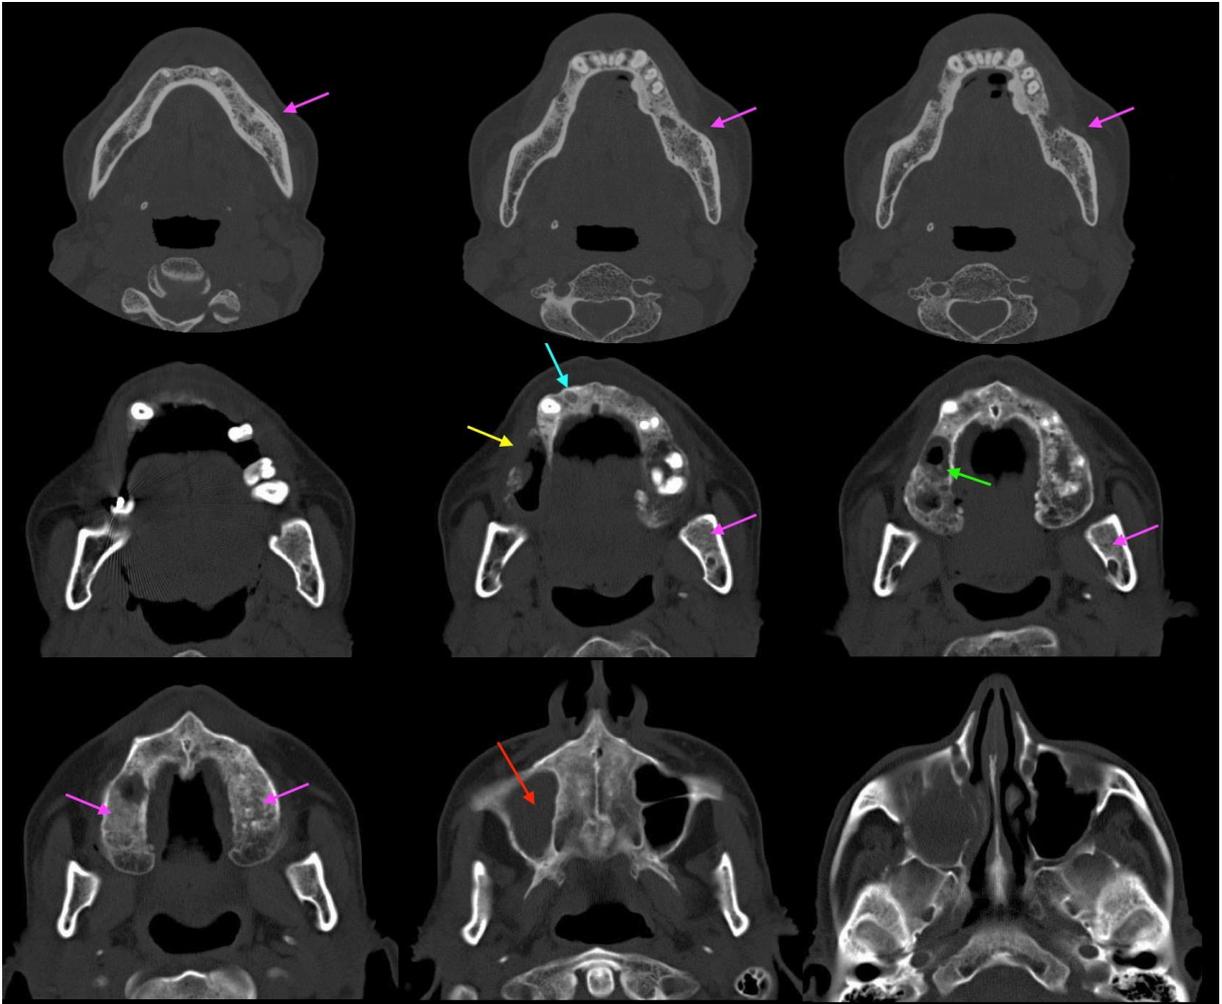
Tomografia computadorizada de feixe em leque* confirmando a área de comunicação buco-sinusal (seta amarela), associada a sinusite crônica (seta vermelha). É possível observar esclerose do osso medular permeada por áreas de lise (setas cor-de-rosa) associadas a imagens sugestivas de sequestros ósseos (seta verde) confirmando a suspeita de ORN. Foi observada, ainda, ausência de reparo ósseo em alvéolo na região do 12, situação comumente observada em situações de redução da vascularização óssea.
